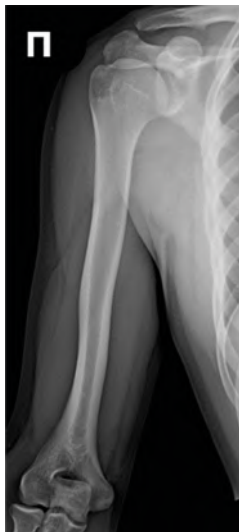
Рентгенограмма правой плечевой кости. Задняя прямая проекция
